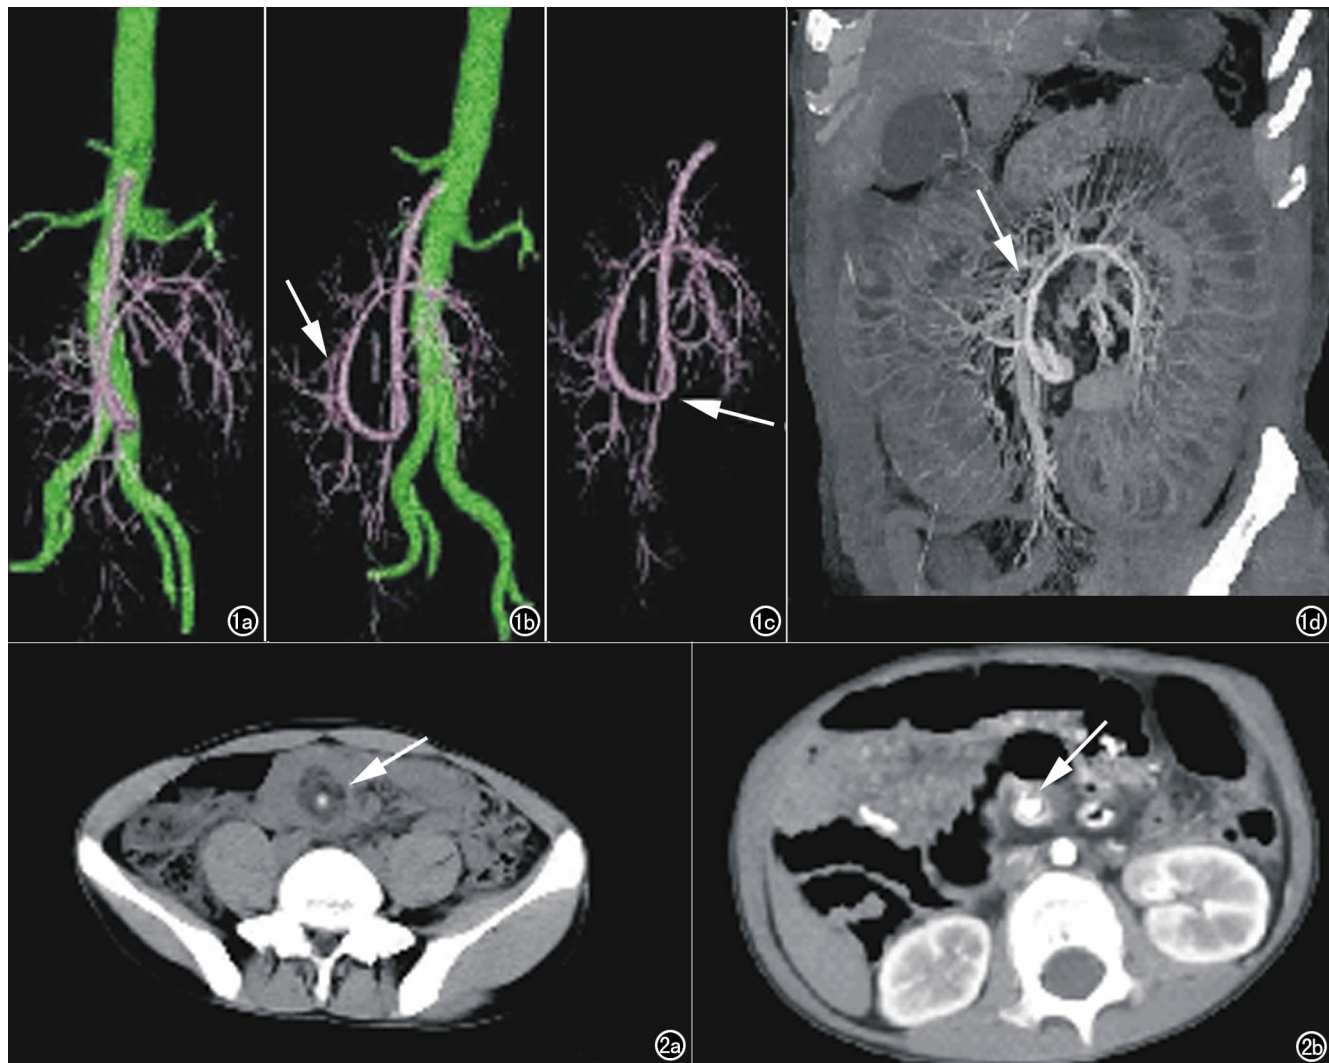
空回肠扭转。a) MSCTA 正位图示肠系膜上动脉远端分支呈顺时针扭转; b) MSCTA 成像图旋转一定角度可更好观察扭转的肠系膜上动脉远端分支走向(箭); c) MSCTA 单纯重建肠系膜上动脉可见其呈顺时针方向扭转并局限性狭窄(箭); d) MIP 图示扭转肠系膜上动脉及肠系膜上静脉血管顺时针旋转,小肠肠腔明显扩张(箭)。图 2 回肠扭转。轴面 CT 增强示小肠肠扭转典型征象。a) 肠管漩涡征(箭); b) 肠系膜血管漩涡征(箭)。
